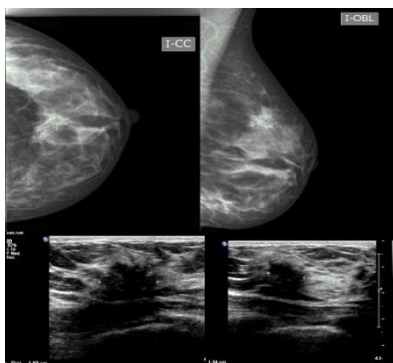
Imagen comparativa una mamografía (Imagen superior) y una ecografía mamaria (imagen inferior).
